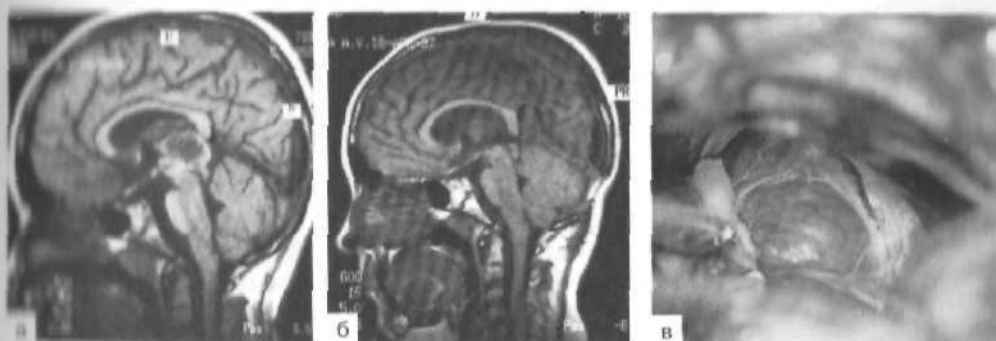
МРТ-изображение до (а) и после (б) удаления эпендимомы и интраоперационная фотография (в) после обнажения опухоли.
